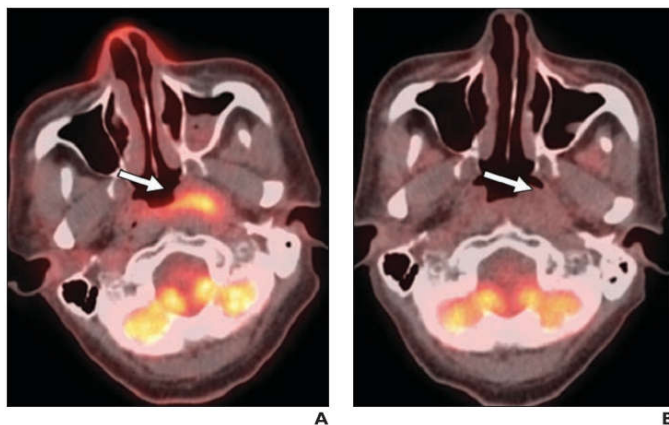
Hình ảnh u vòm tái phát trên phim chụp SPECT
